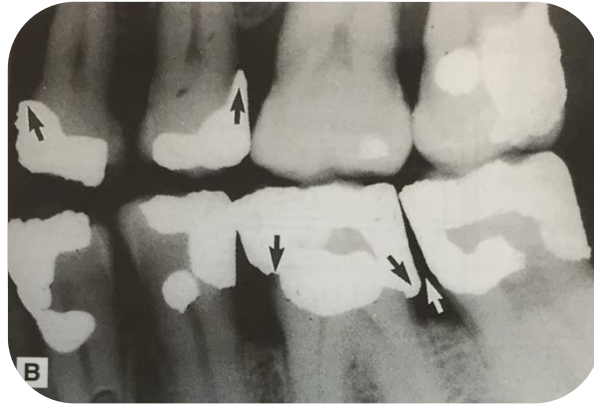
Radiografía de aleta mordible, zona premolares-molares derechos. Que muestra con flechas negras bordes salientes, mal contorno, puntos de contacto defectuosos y caries adyacentes a restauraciones y pérdida ósea horizontal.<sup>29</sup>
